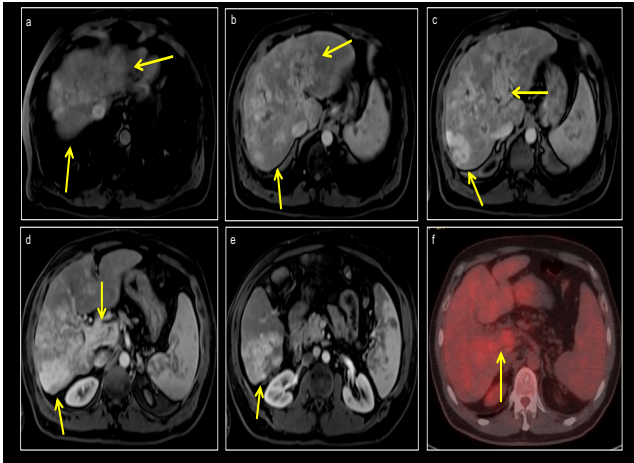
55 y erkek hasta. Kontrastlı MR imajlarda Karaciğer sağ lobta daha belirgin olmak üzere sağ lob ve S 4'de infiltran karakterde HCC, ana Porta, sağ ve sol Portal vende kontrast tutan tümöral tromboz (a,b,c,d,e), PET BT'de ana Portal vende ve sağ Portal vende tümöral tromboz ile uyumlu artmış FDG tutulumu (f) gözlenmektedir.
